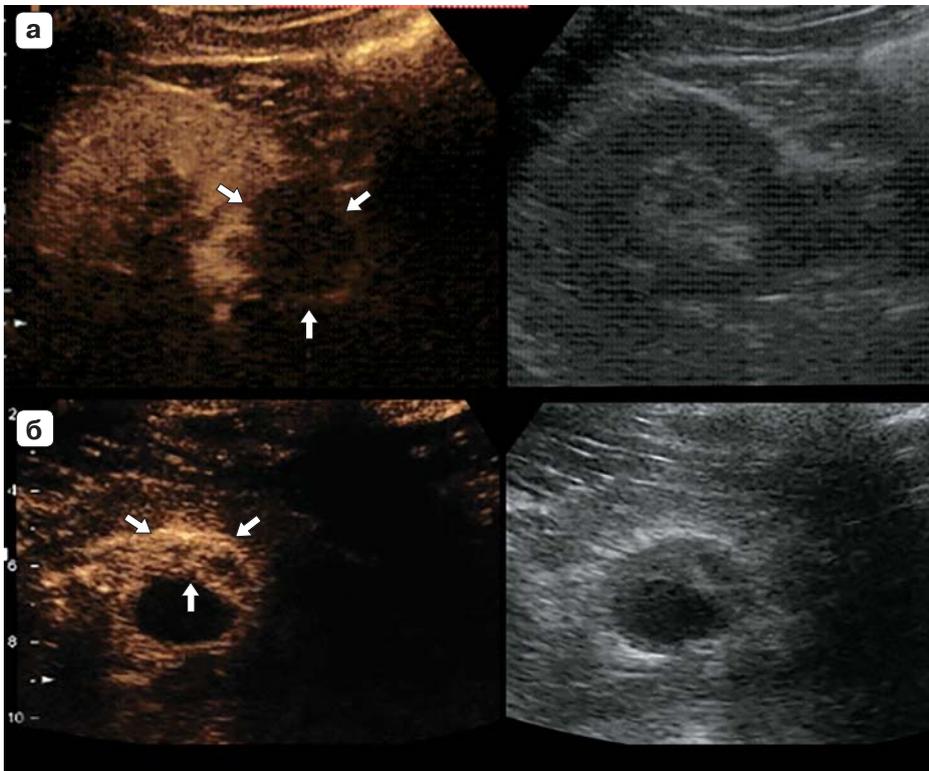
Оценка кистозного образования в режиме КУУЗИ. а – отсутствие поступления контраста в структуру кистозного образования (стрелки); б – выраженное контрастирование в структуре пристеночного компонента кистозного образования (стрелки).
